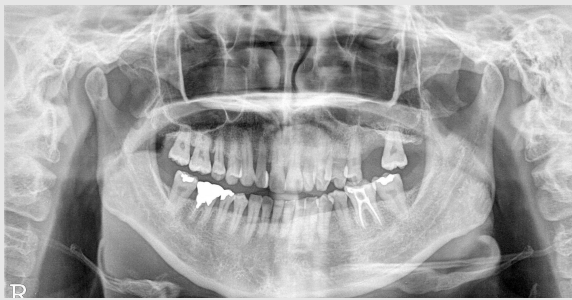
Initial panoramic radiography. #26 was missing and residual bone height was measured under 5mm
